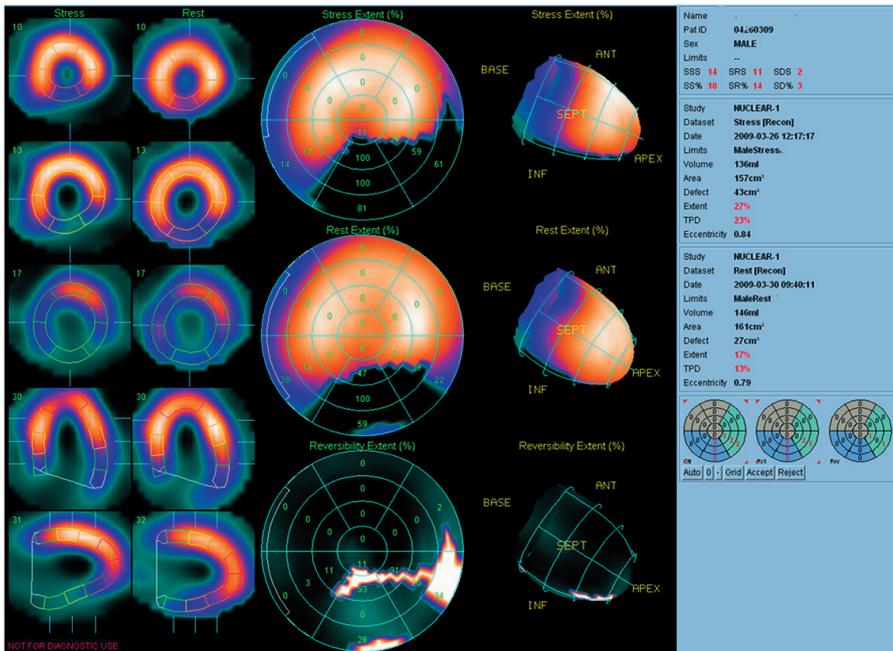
Частично обратимый дефект перфузии
